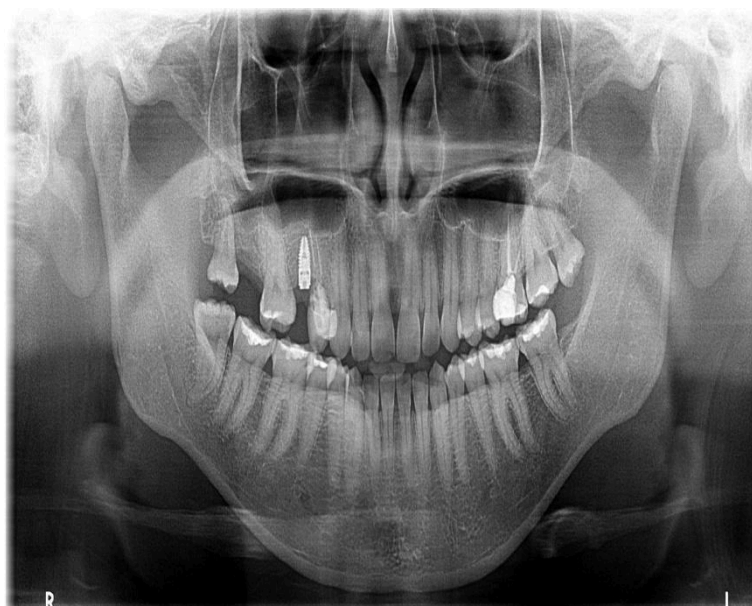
Radiografia panorâmica pós-operatória após elevação de seio maxilar pela técnica de Summers
